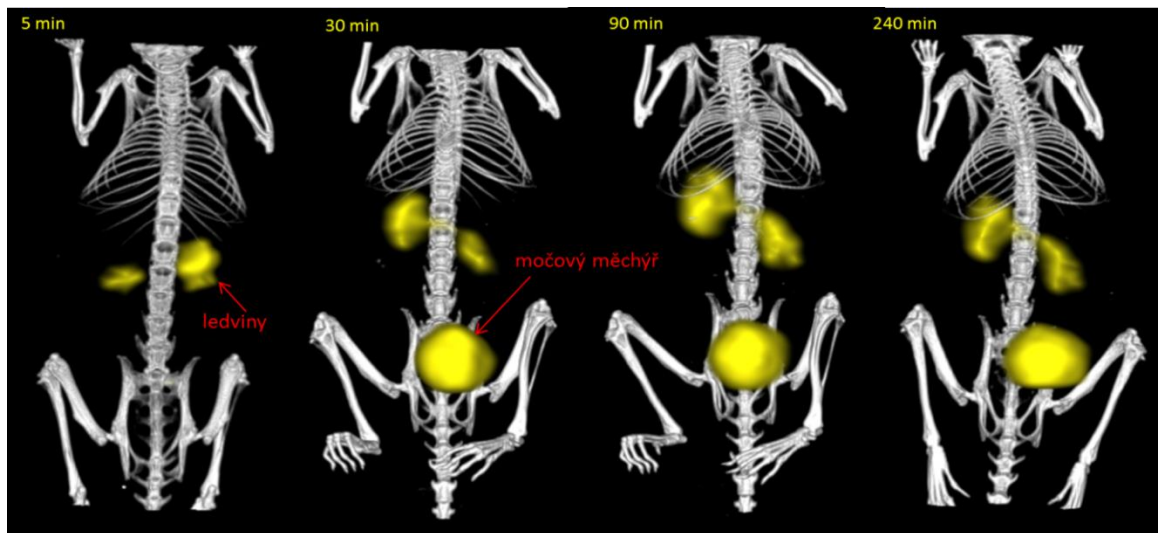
Biodistribuce ^{99m}Tc -MAA v organismu myši 5 min, 30 min, 90 min a 240 min po aplikaci (3D SPECT/CT)
